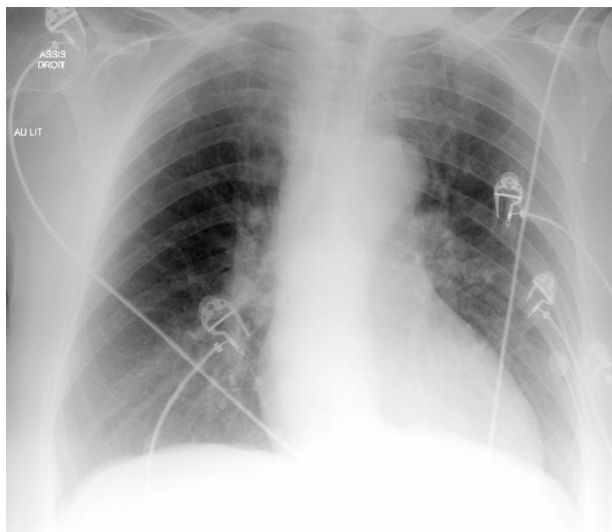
Radiographie du thorax montrant un œdème pulmonaire bilatéral.
